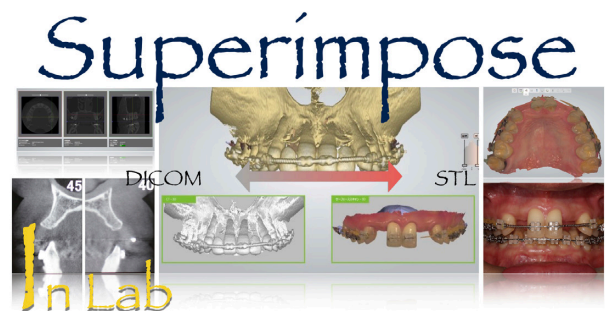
CBCTから得られたDICOMデータとIOSから得られたSTLデータをソフトウェア上で重ね合わせる
